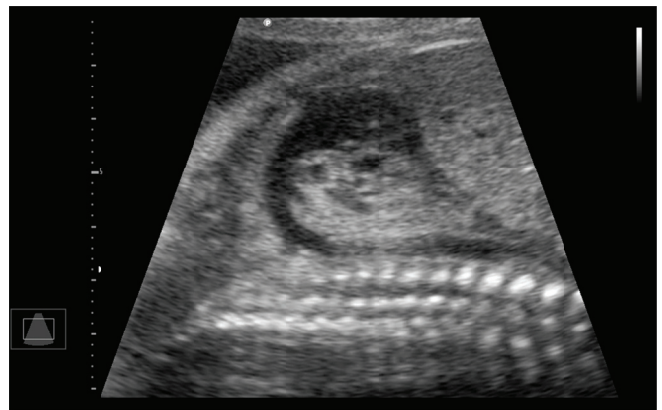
Ecocardiografía fetal, donde se evidencia: Arco ductal normal.
